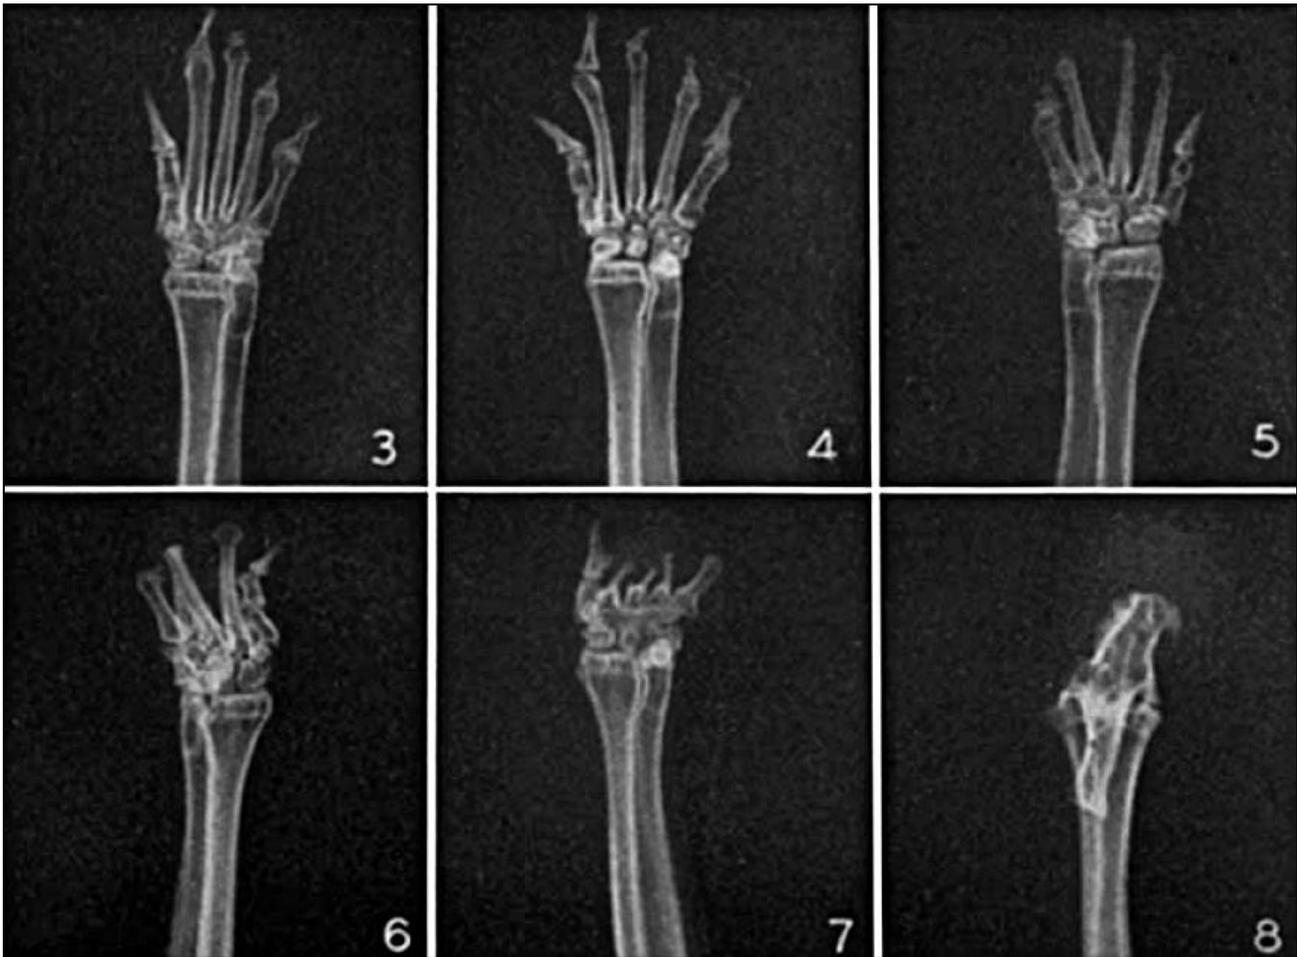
Radiographies de pattes avant de lapins brachydactyle : manque d'un ou plusieurs phalanges (3) et des os du métatarse (4, 5, 6, 7). Le membre de la figure 8 ne présente plus que l'os du poignet. Photos tirés de Greene et Saxton, 1938.
